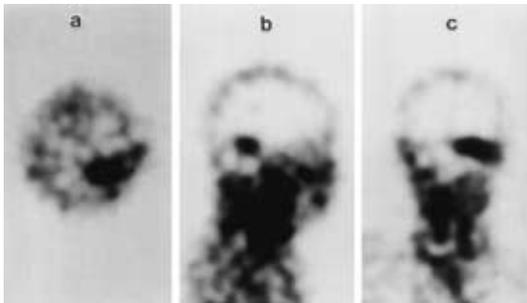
Garium scintigram showed multiple accumulated areas in the cerebellum. ( a, T ransaxial section. B, Sagittal section. c, Coronal section. )
